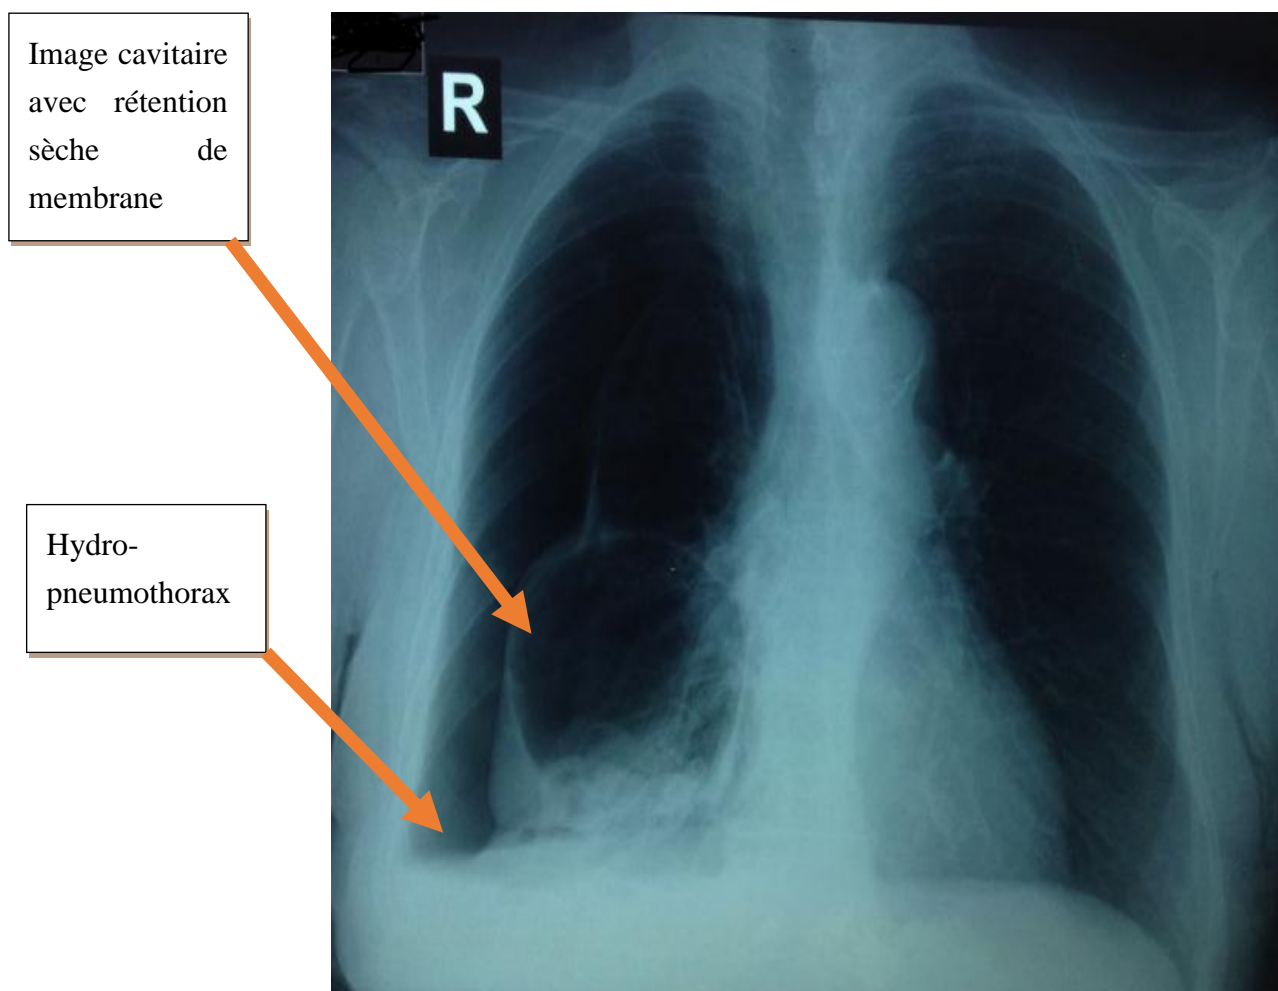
radiographie thoracique de face montrant un hydro-pneumothorax avec image de rétention sèche de membrane
